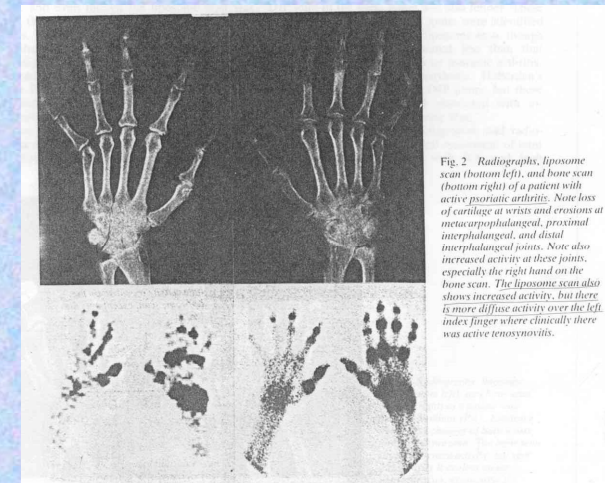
Radiographs, liposome scan (bottom left), and bone scan (bottom right) of a patient with active psoriatic arthritis. Note loss of cartilage at wrists and erosions at metacarpophalangeal, proximal interphalangeal, and distal interphalangeal joints. Note also increased activity at these joints, especially the right hand on the bone scan. The liposome scan also shows increased activity, but there is more diffuse activity over the left index finger where clinically there was active tenosynovitis.
